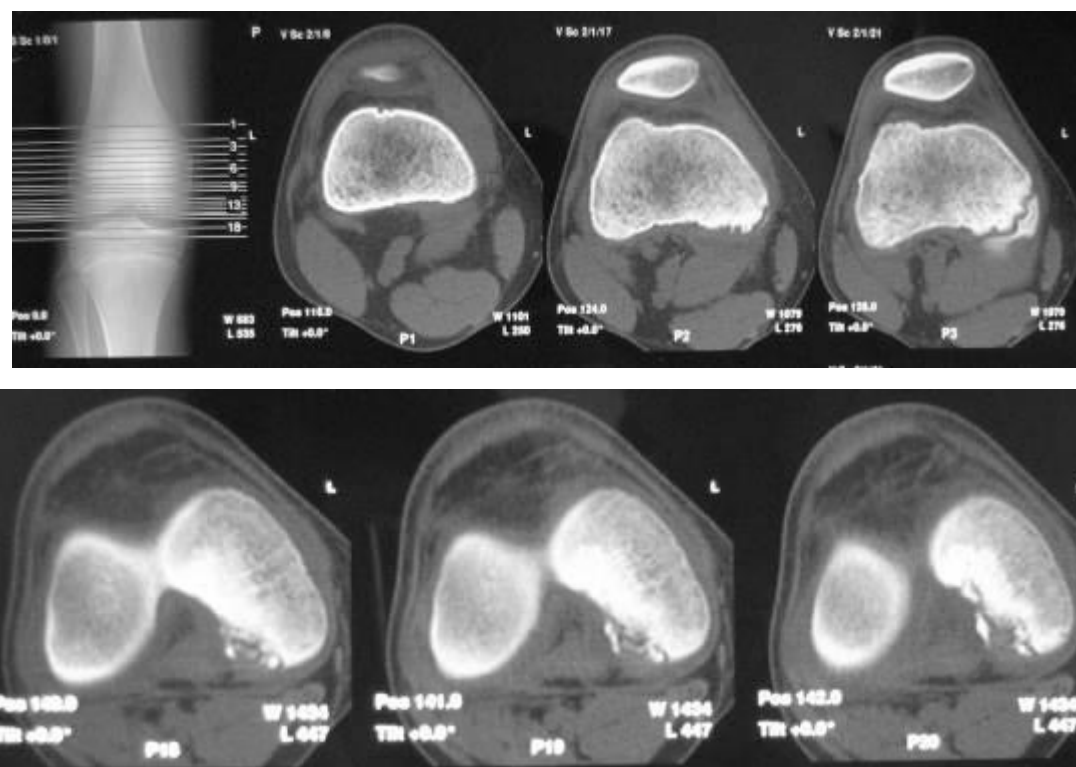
Аксиальные серии томограмм больного с IV стадией заболевания.
